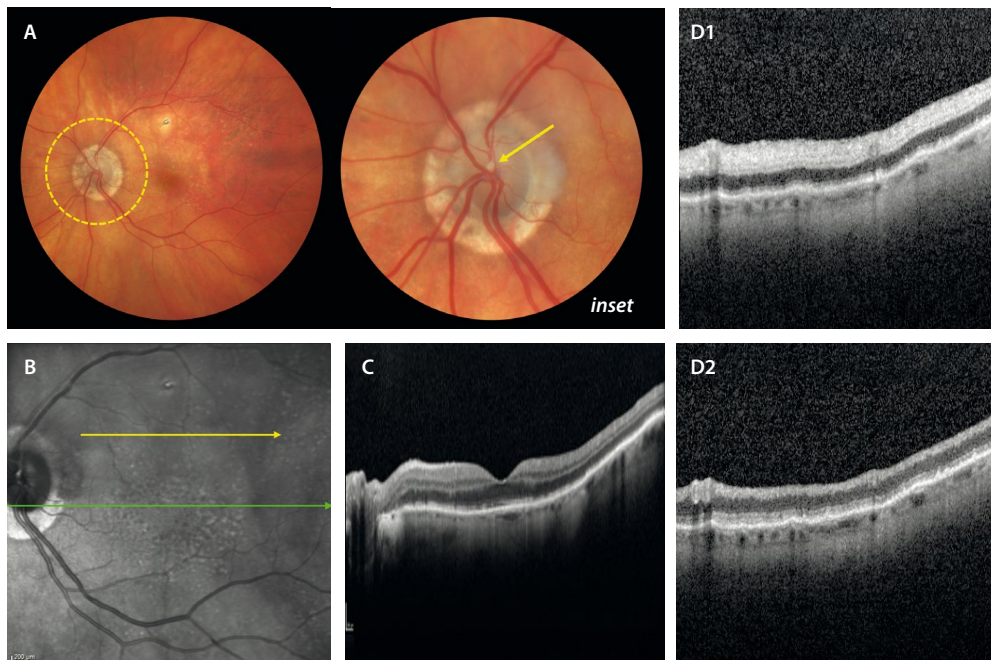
Oclusión de rama arterial retiniana embólica. A) Retinografía que muestra la presencia de un émbolo blanquecino de aspecto cálcico en la salida de los grandes vasos (flecha amarilla, *inset*), justo en la primera división de la arteria temporal superior. B) La imagen cercana a la infrarroja (NIR) evidencia signos de hiporreflectividad en la hemirretina superior. C) La tomografía de coherencia óptica a nivel foveal (que corresponde a la flecha verde en la NIR, B), muestra un respeto de la misma. D1) En un corte parafoveal superior de la tomografía de coherencia óptica en el momento agudo (que corresponde a la flecha amarilla en la NIR, B), se observa una hiperreflectividad de todas las capas internas de la retina (capa de fibras nerviosas, capa de células ganglionares y capa nuclear interna). D2) La tomografía de coherencia óptica en la fase crónica muestra un adelgazamiento de todas las capas internas.
